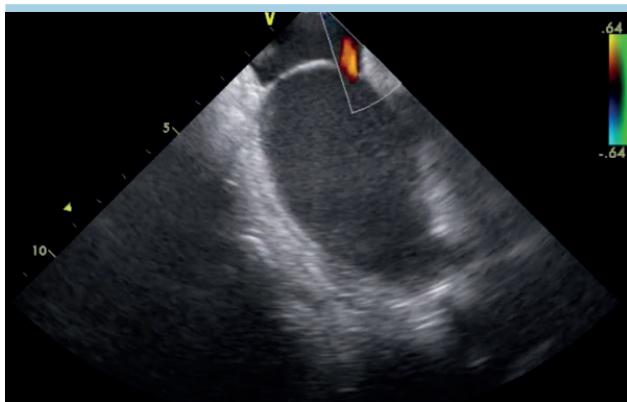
Visualizzazione all'ecografia intracardiaca con color Doppler di difetto interatriale.
